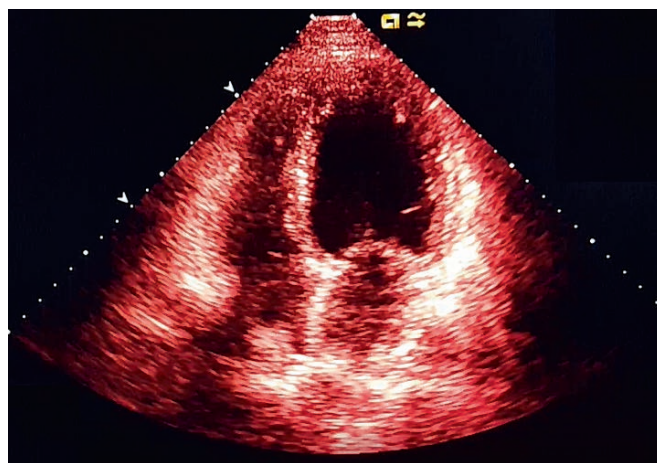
Эхокардиограмма больного Л. В-режим, 4-камерная апикальная позиция, систола
